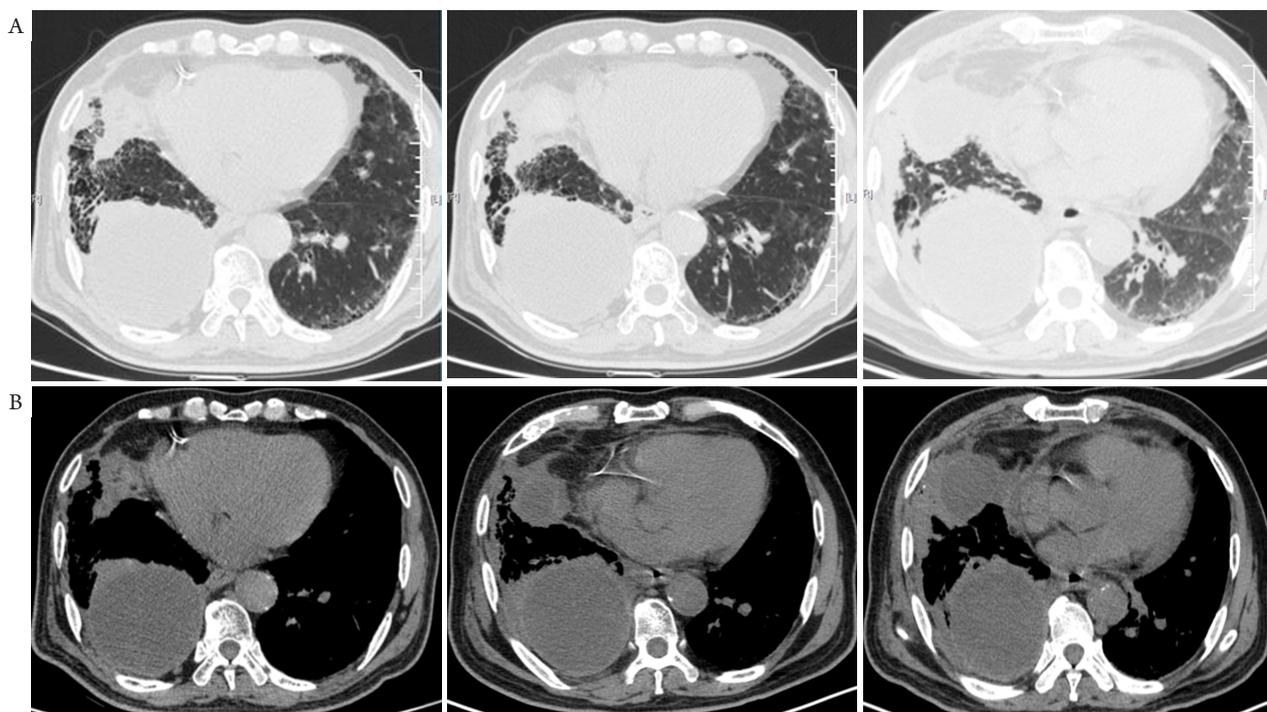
胸部CT见右肺软组织影, 右侧胸膜增厚伴包裹性胸腔积液; 治疗中胸部CT随访提示胸水量稳定, 右肺软组织较前稍增大(A: 肺窗, B: 纵隔窗)
